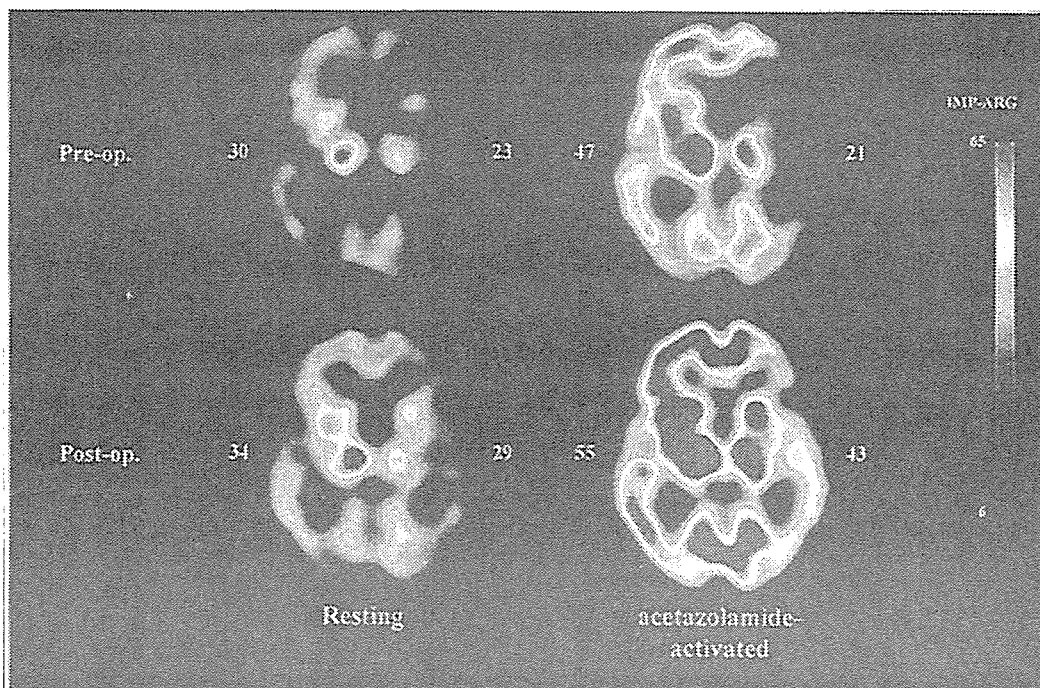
血行力学的脳虚血症例の脳血流 SPECT 定量画像解析
